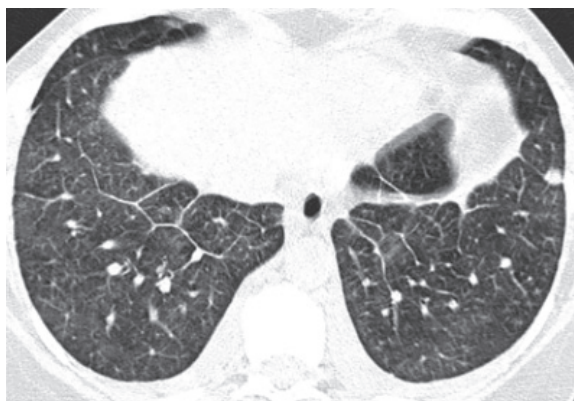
КТ ОГП пацієнтки Н., 42 років: потовщення міждолькових перегородок у базальних відділах легень
